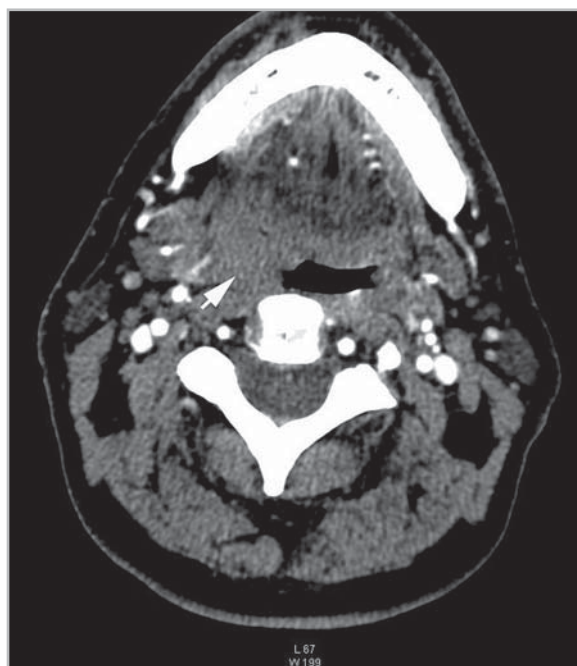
Компьютерная томограмма ротоглотки в аксиальной проекции. Опухоль правой нёбной миндалины, T2 стадия (стрелка). Образование размером 3–3,5 см, распространяющееся на правую боковую стенку ротоглотки. Незначительное повышение плотности после внутривенного усиления (денситометрические показатели + 65 ед. Н)
